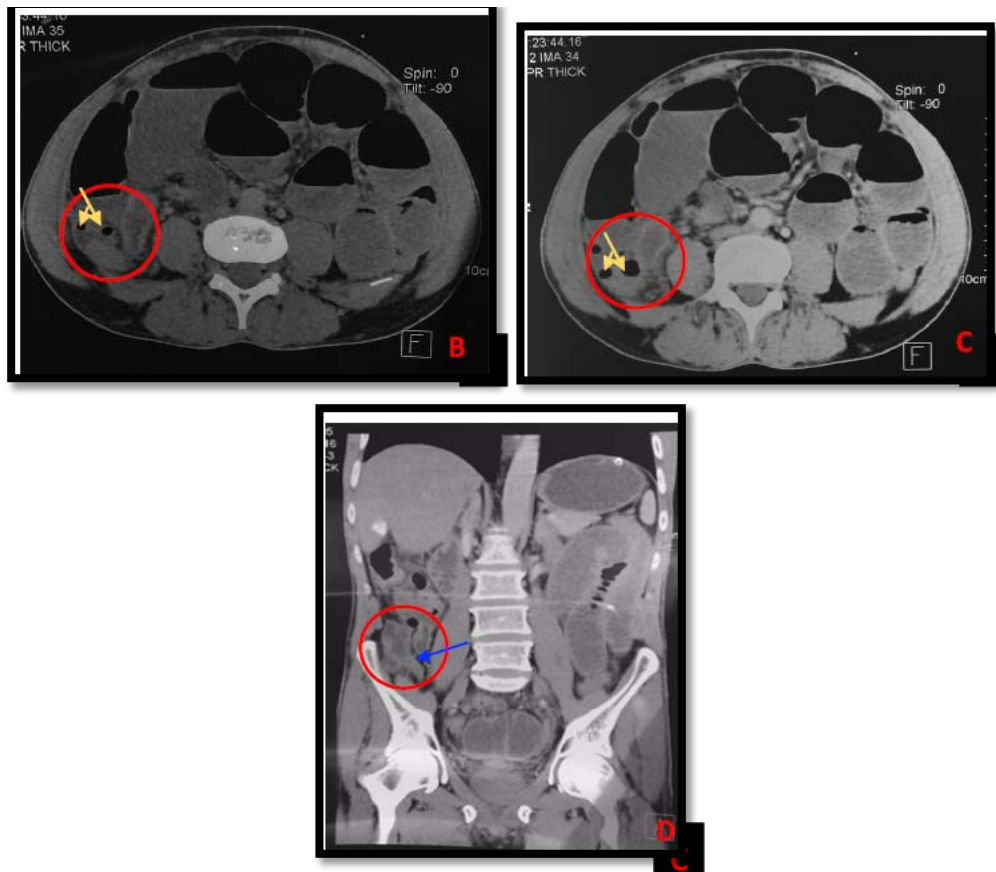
TDM C+ : occlusion intestinale sur abcès appendiculaire :
